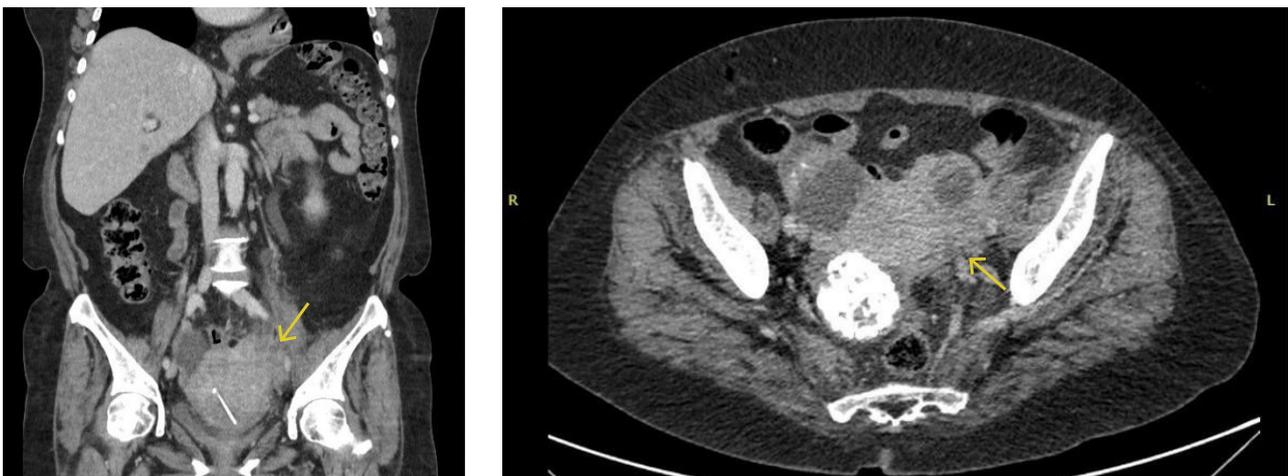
Tomografía computada de abdomen y pelvis. Corte coronal (a) y corte axial (b). Aumento de volumen masiforme del útero con extensión al anexo izquierdo con múltiples imágenes quísticas con paredes engrosadas, algunas sugerentes de abscedación, con aumento de densidad del tejido adiposo de aspecto inflamatorio infeccioso. Al interior de masa se observa DIU.
